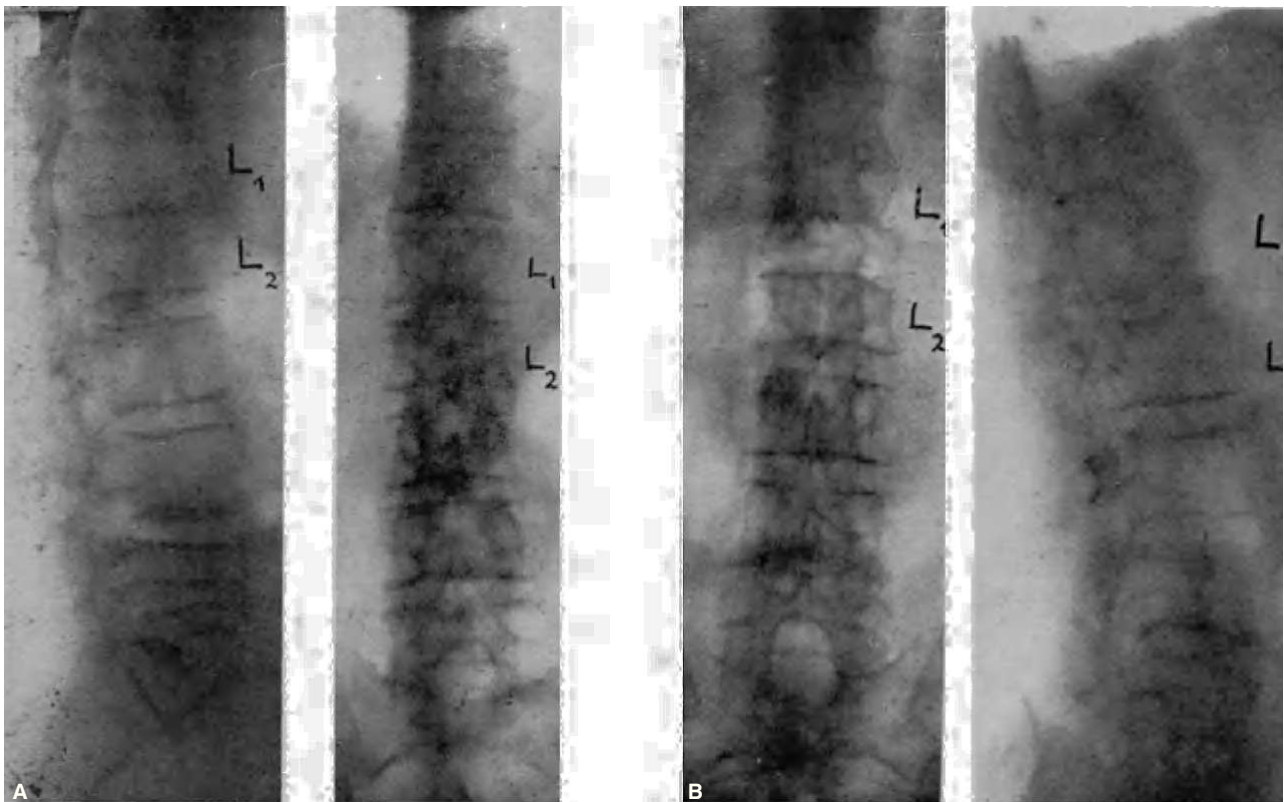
(A) Radiografía preoperatoria. Cifosis iniciada entre  $D_{12}$ ,  $L_1$ ,  $L_2$ ; disco, entre  $L_1$ ,  $L_2$ , calcificado. (B) Resultado postoperatorio: cifosis corregida entre  $L_1$  y  $L_2$ .
